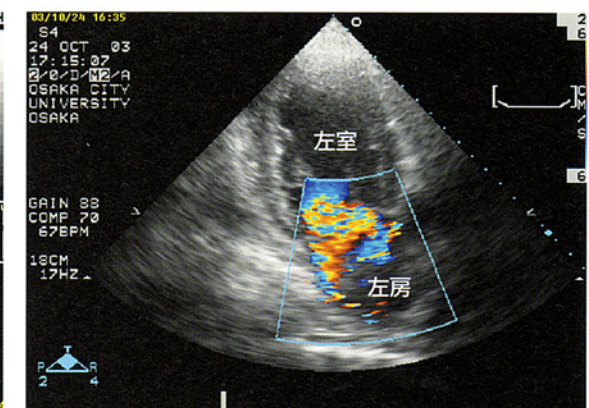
心エコー図, 心尖部長軸断面層像(カラー Doppler法)
